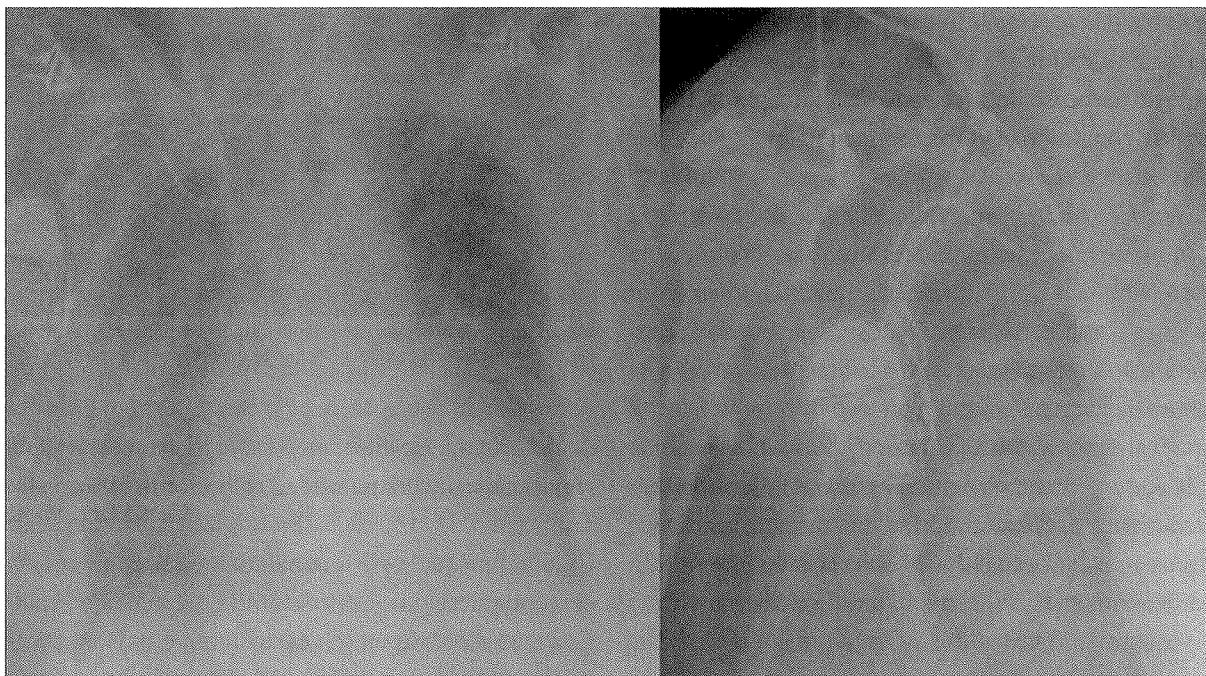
Radiografías en las que se objetiva el atrapamiento existente entre el catéter de Swan-Ganz y el electrodo del marcapasos.
